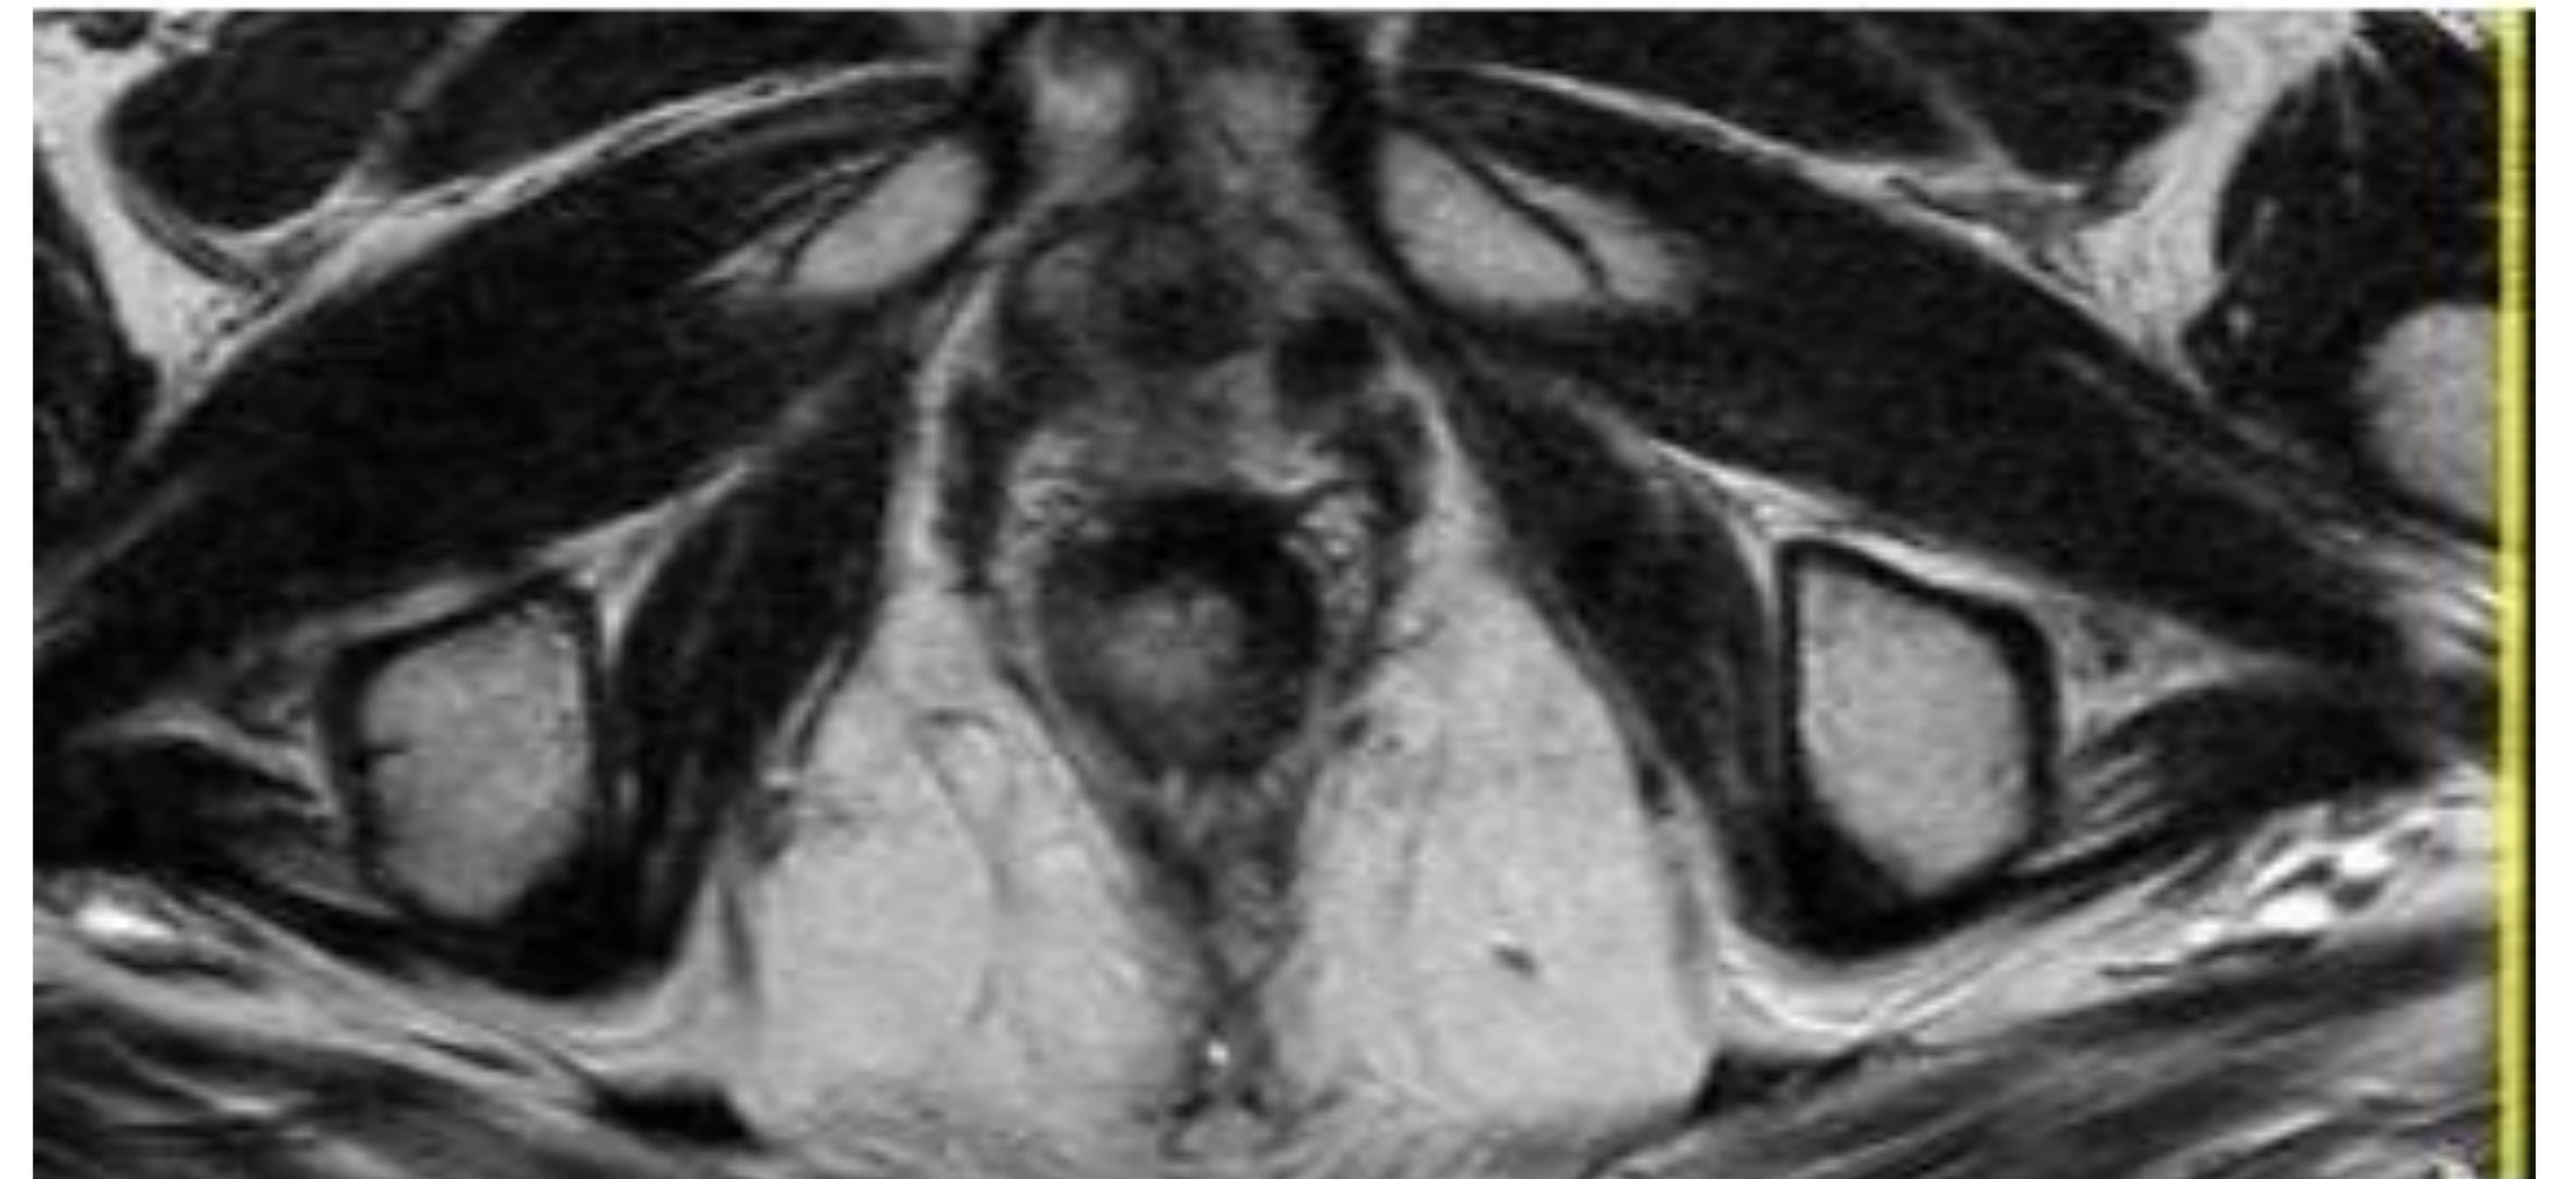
Tumorcación de recto bajo con invasión del esfínter interno T3N2 en RM inicial informado como restos tumorales con informe de la pieza quirúrgica como ypT0N0.
